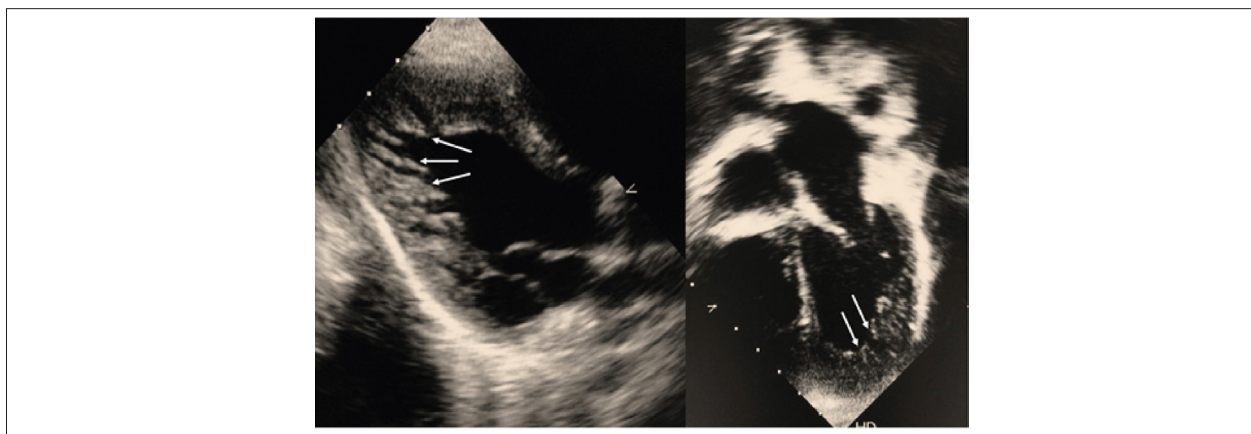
Ecocardiograma bidimensional de paciente com miocardiopatia não compactada. As setas mostram a camada não compactada com o excesso de trabeculações e os recessos profundos característicos em ápice e parede livre de ventrículo esquerdo.
